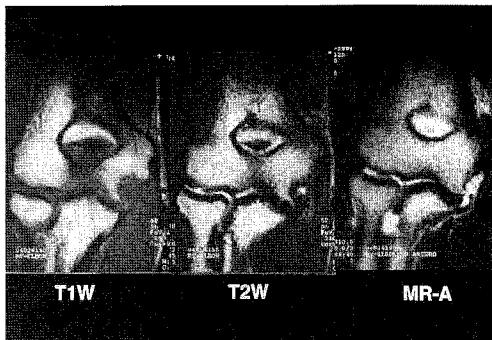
MRI of injured UCL (Type 2). Detached bone fragment which was inserted by the ligament.
